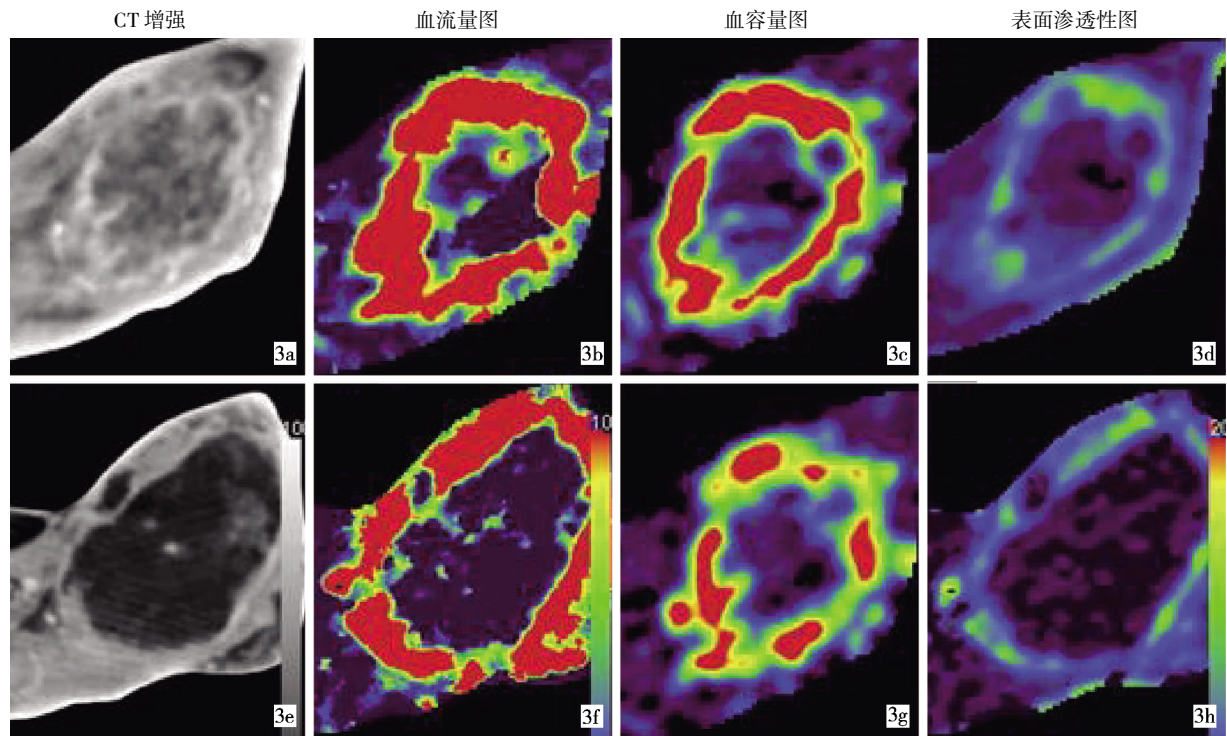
对照组治疗前(3a ~ 3d)、后(3e ~ 3h)CT 灌注图
